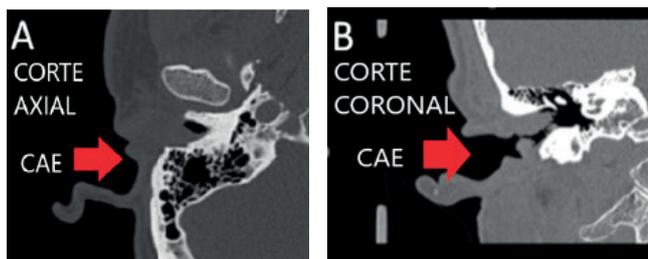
TAC de peñascos derecho, corte axial (A) y corte coronal (B). Imágenes tomadas de la historia clínica del paciente.
